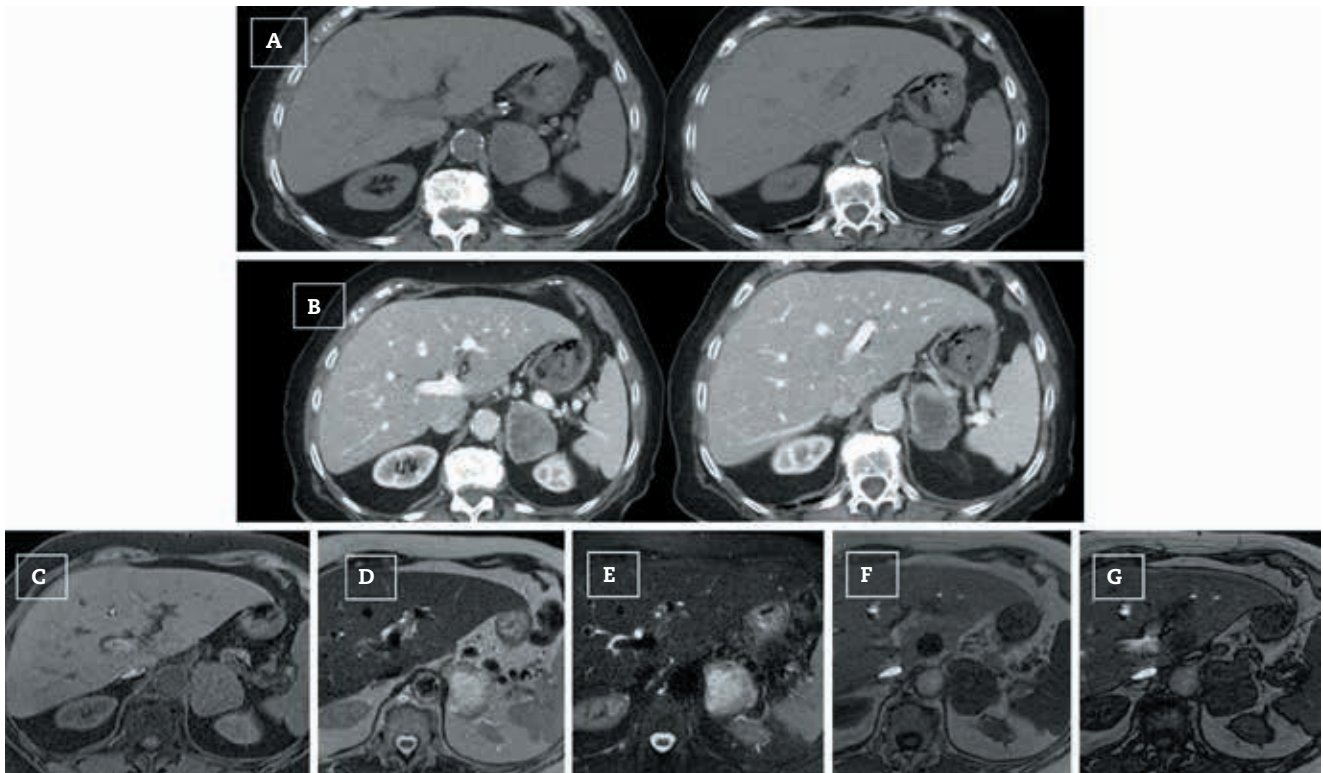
Feocromocitoma suprarrenal izquierdo. Imágenes de TC simple (A), TC con contraste intravenoso (B), RM axial T1 (C), T2 (D), T2 FATSAT (E), en FASE (F) y FUERA DE FASE (G). Lesión sólida en la glándula suprarrenal izquierda, con realce heterogéneo tras la administración de contraste intravenoso, y con una zona interna hipocoica sugestiva de área necrótica; es hiperintensa en T2 y no presenta pérdida de la intensidad de la señal en FUERA DE FASE. La cirugía confirmó que se trataba de un feocromocitoma.
